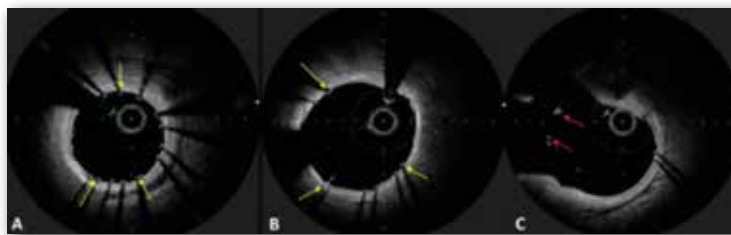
Résultat final OFDI. Bonne apposition (flèches jaunes) des mailles du stent au niveau de IVA (A) et du TC (B). Mailles résiduelles en regard de l'ostium Cx (flèches rouges) (C)
